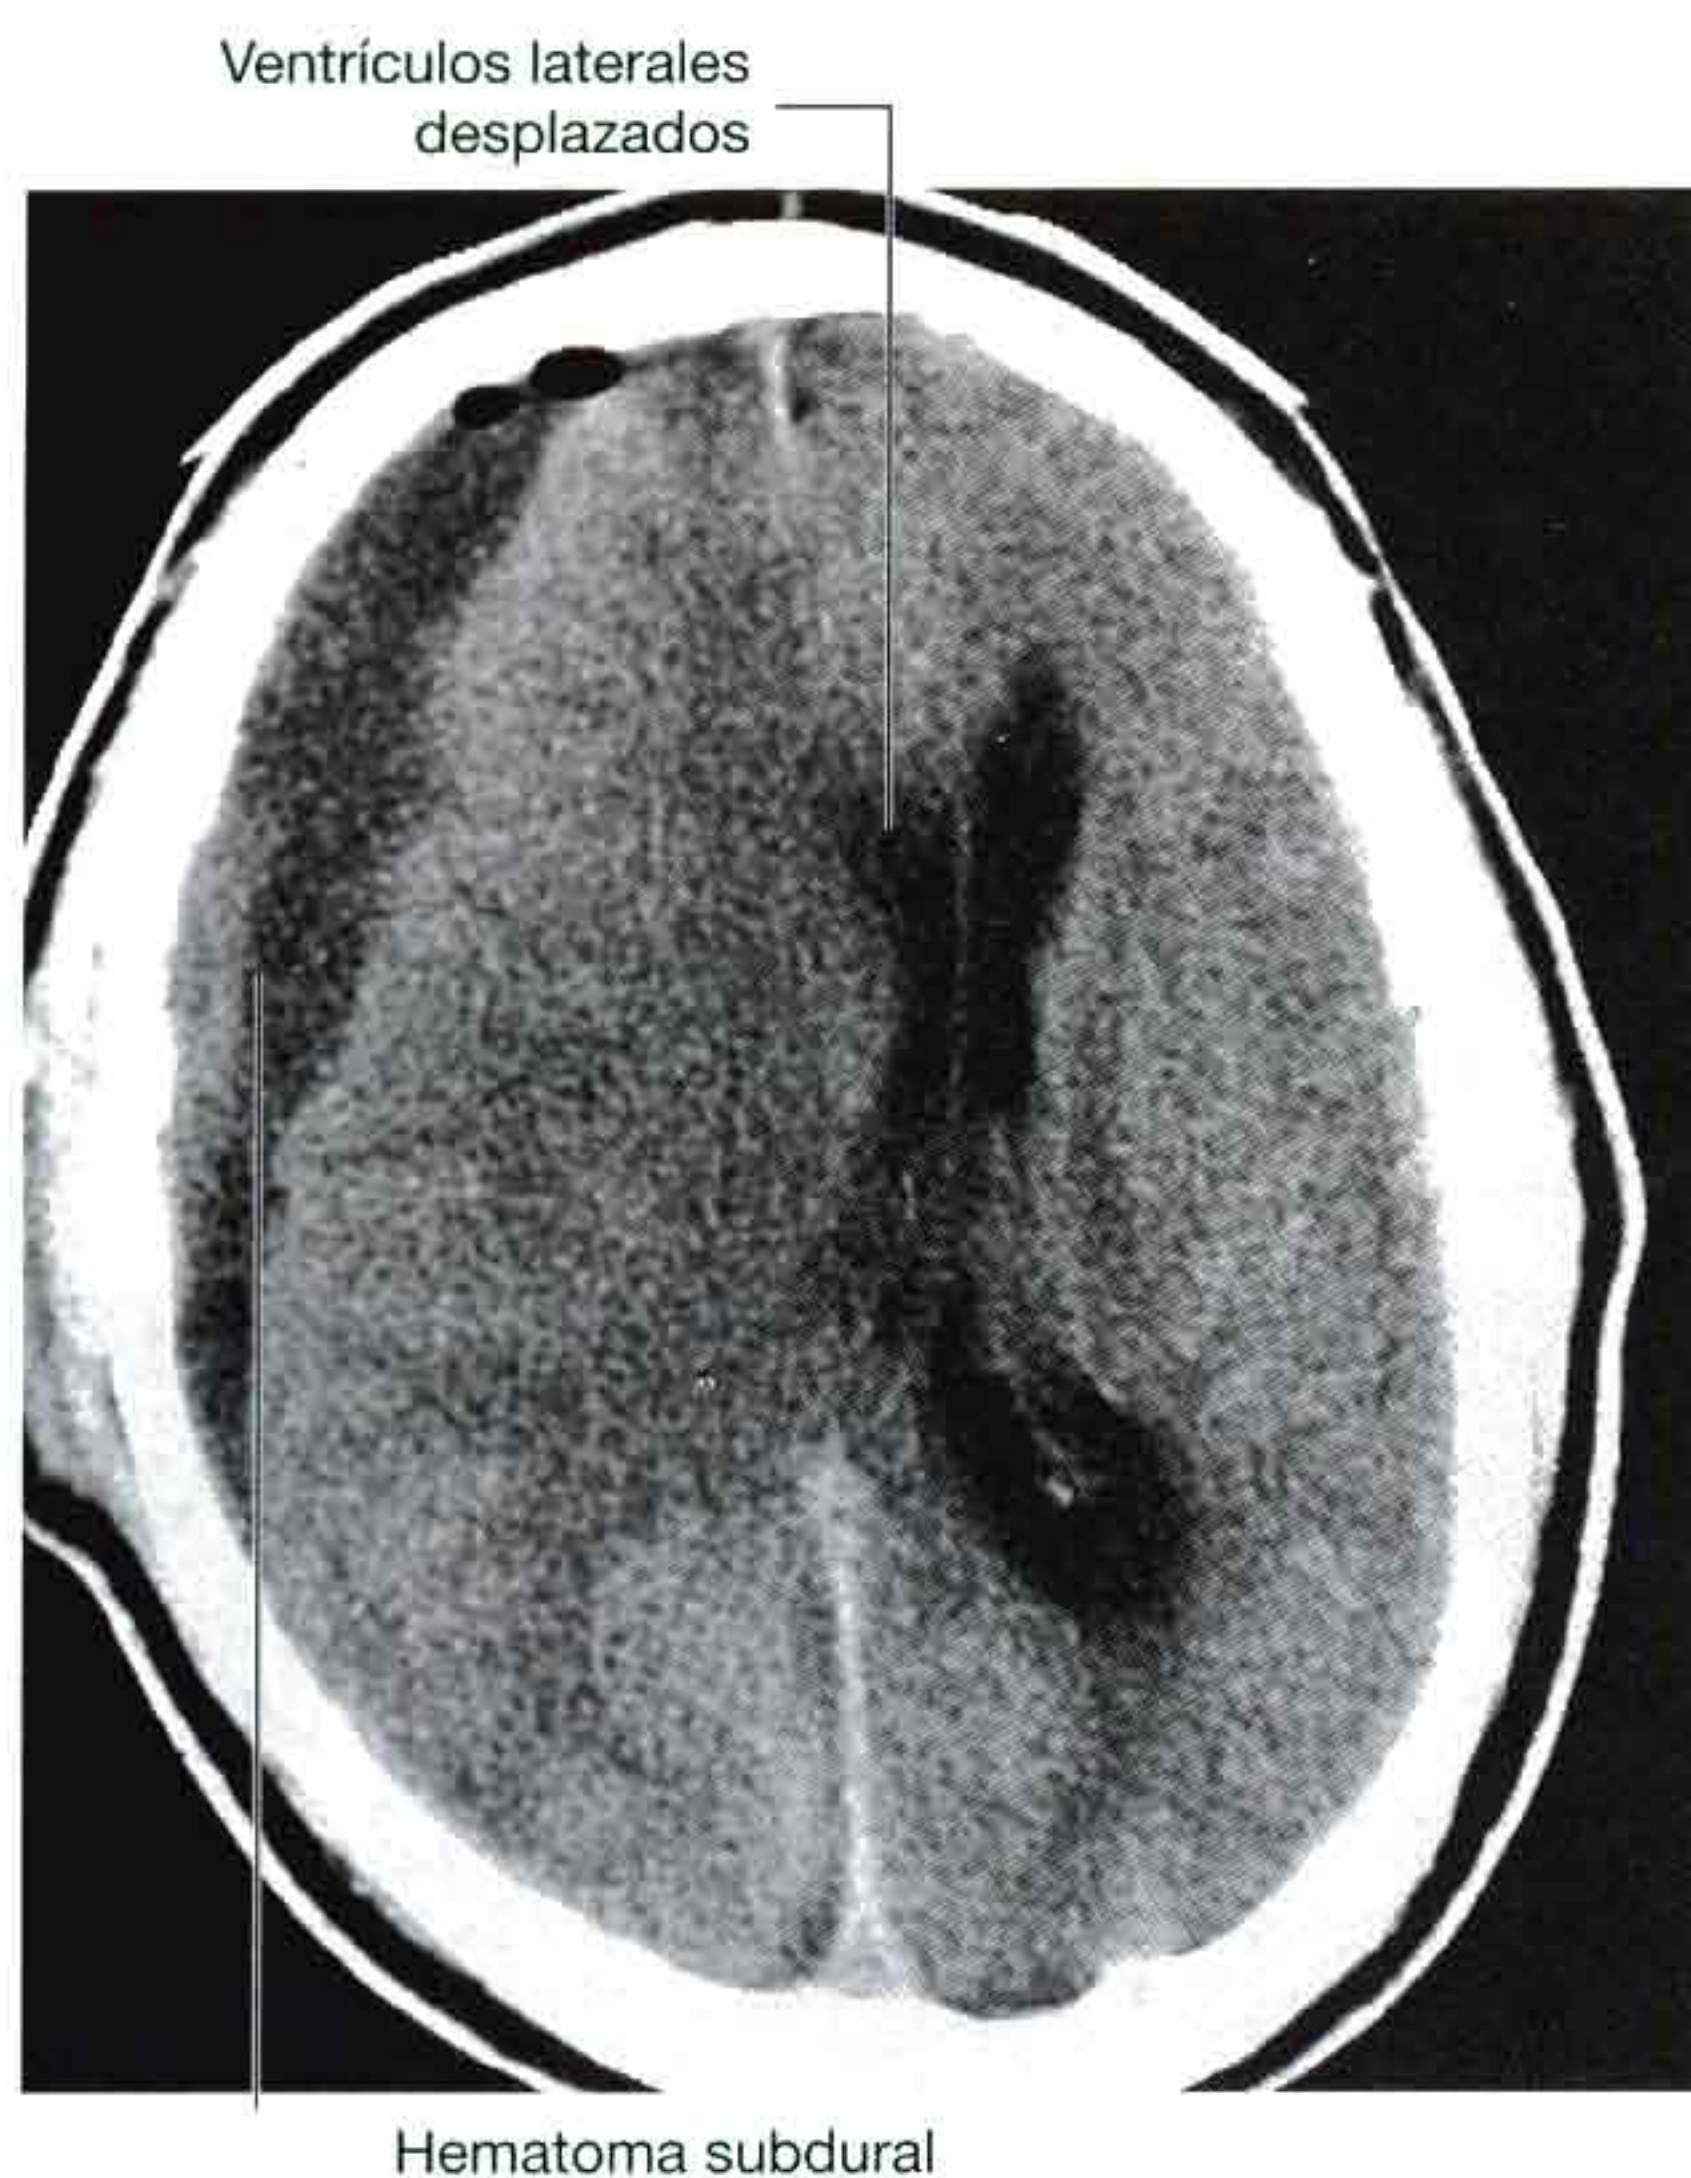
Hematoma subdural crónico (hipodenso). TC axial cerebral.
